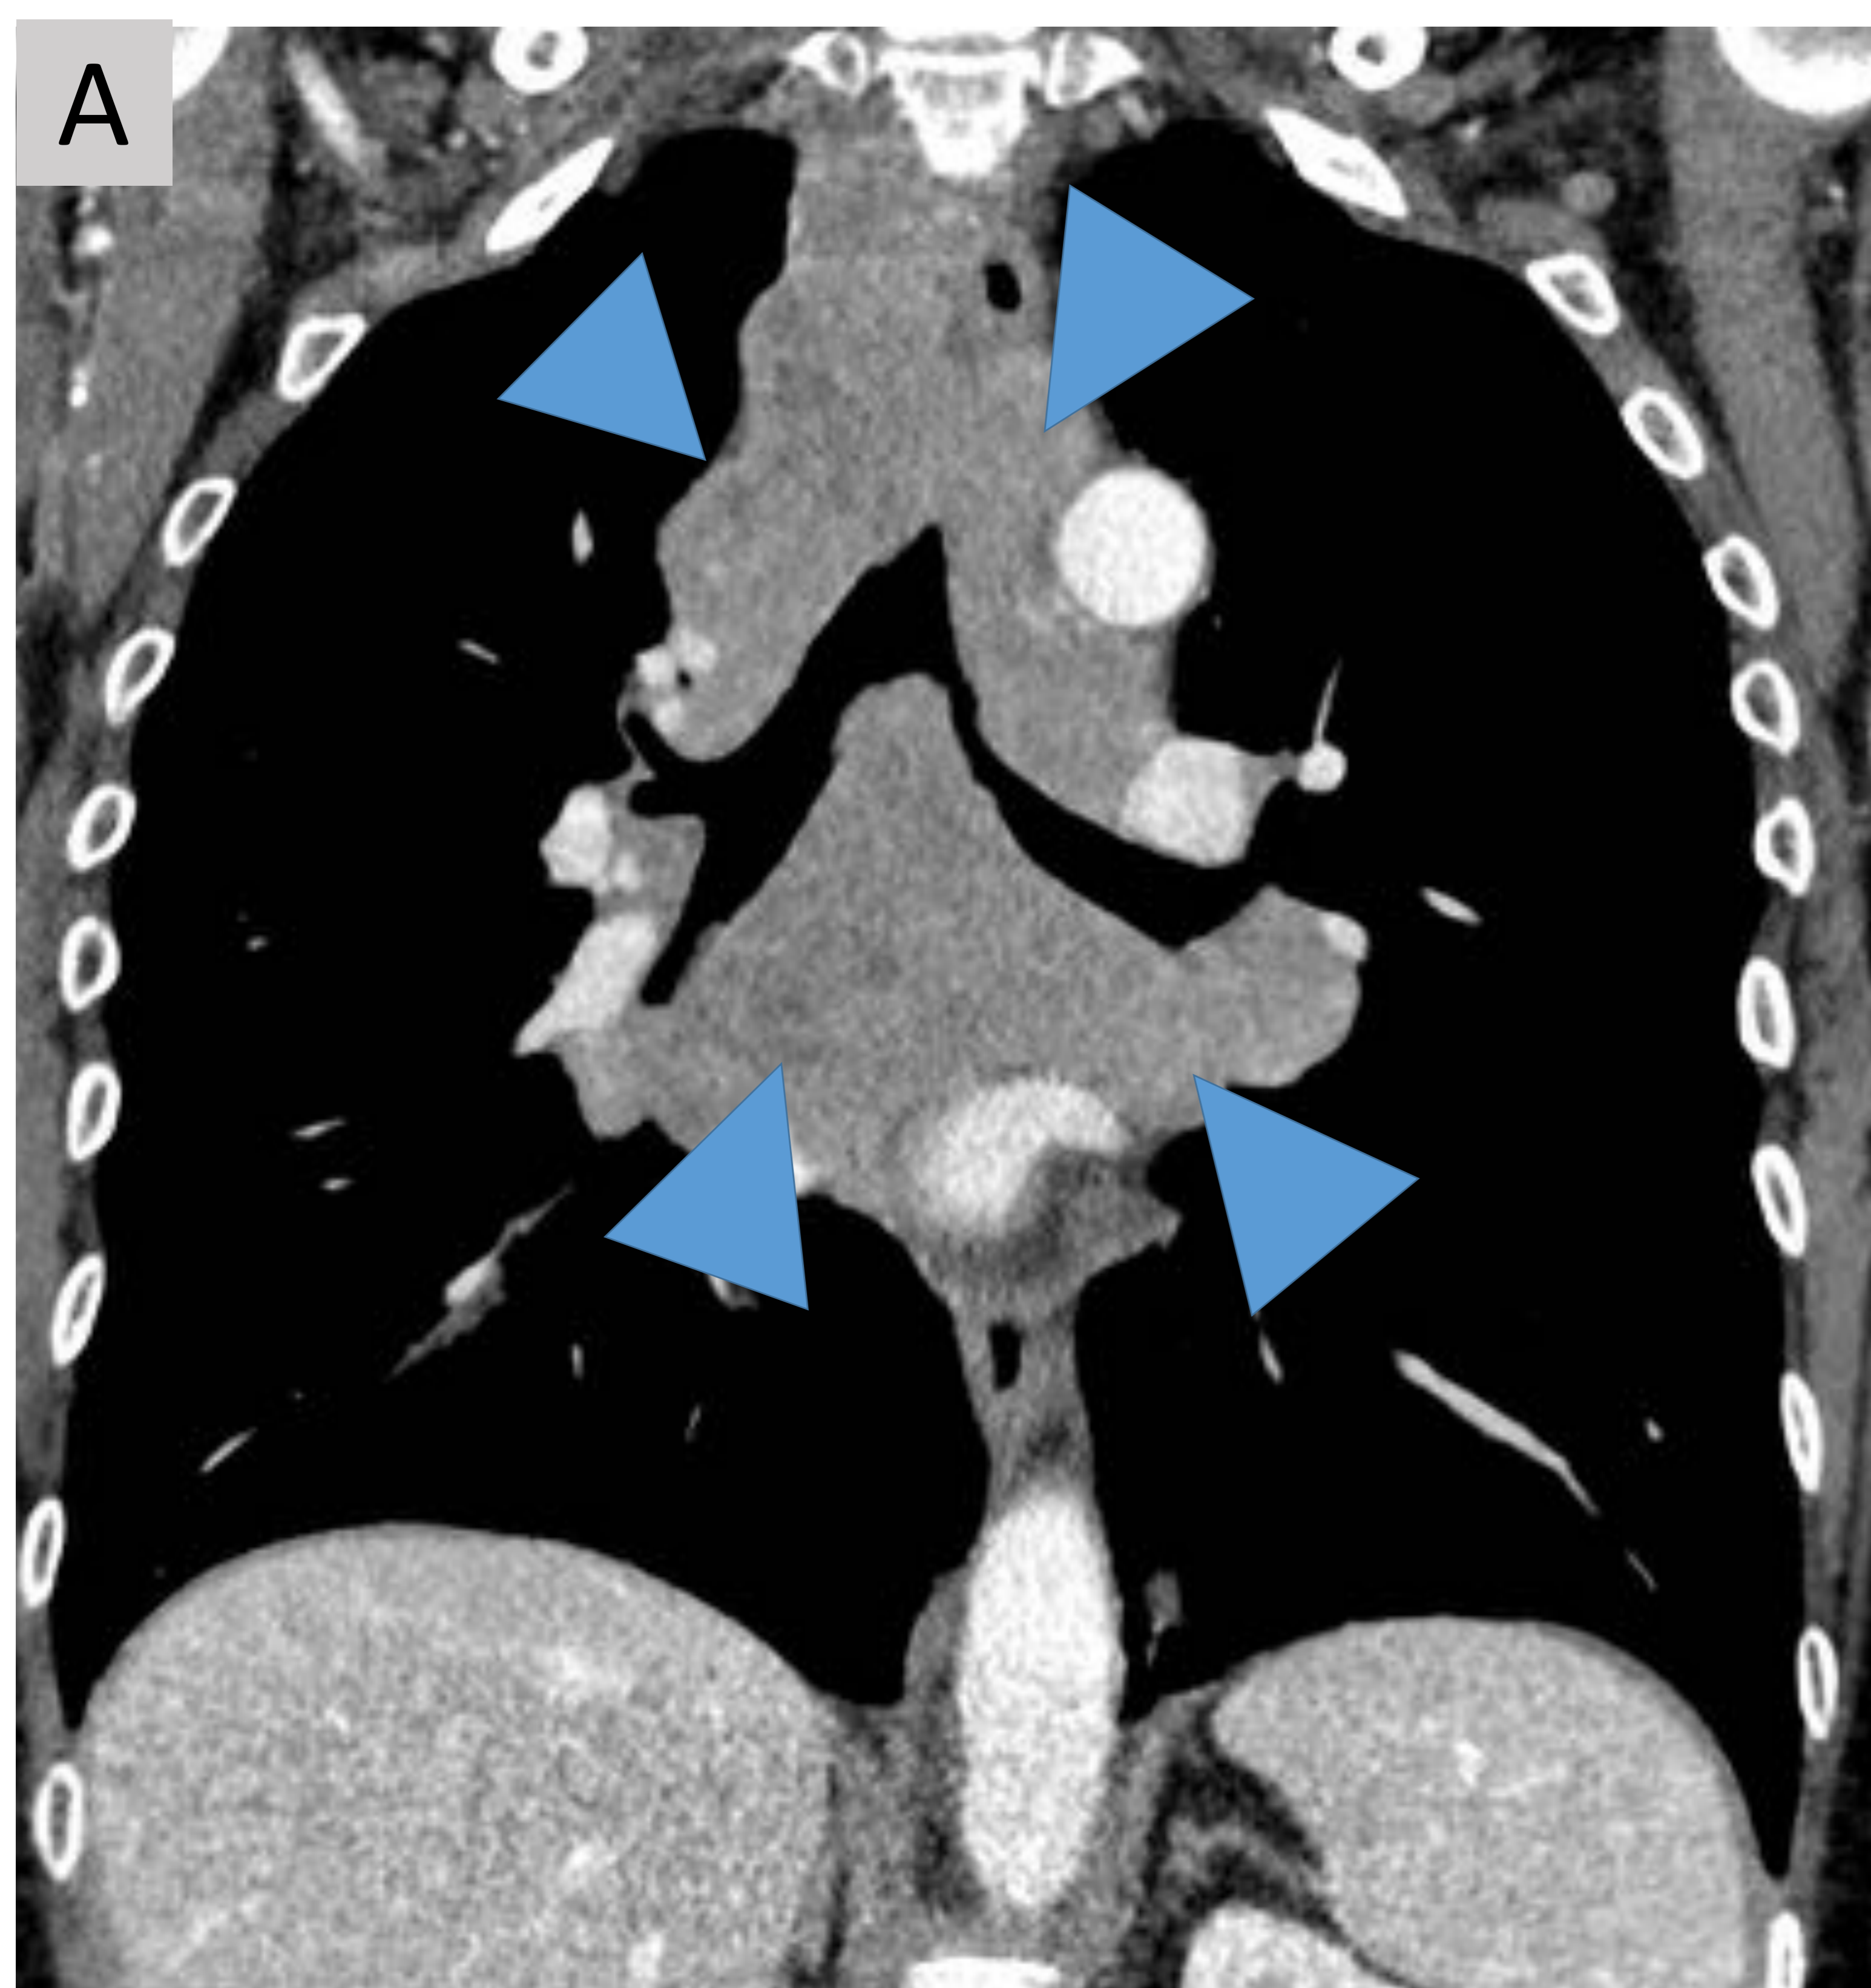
TC con contraste de tumor neuroendocrino de células pequeñas: se identifica un conglomerado tumoral mediastínico (puntas de flecha) que infiltra y estenosa bronquios y tráquea. En este conglomerado, como habíamos descrito anteriormente, es difícil diferenciar el tumor primario de las adenopatías.
